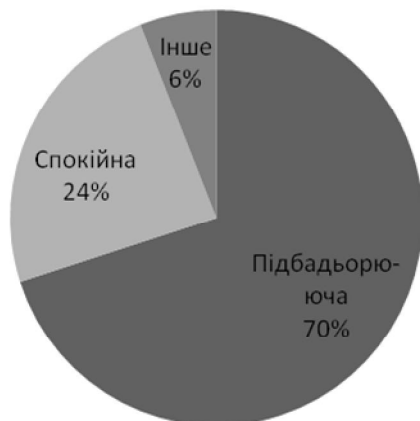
Графічне зображення музичних вподобань студентів за настроєм.
